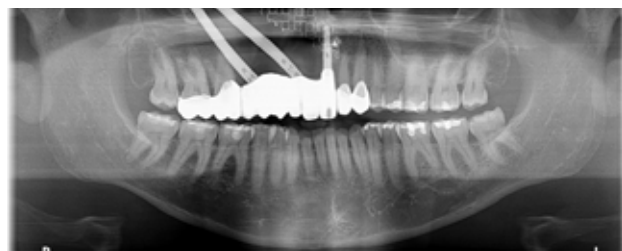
Radiografía panorámica con la rehabilitación implantosoportada finalizada.
